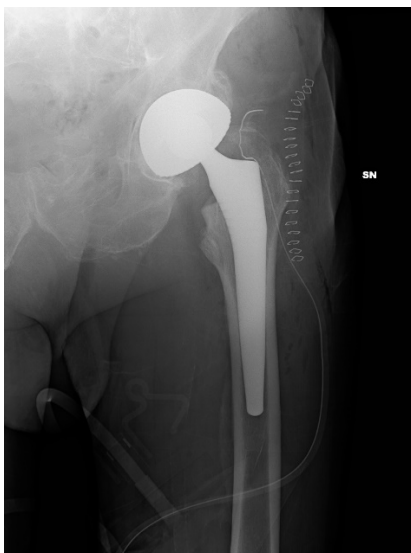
Immagini radiografiche postoperatorie di paziente trattato per artrosi.
